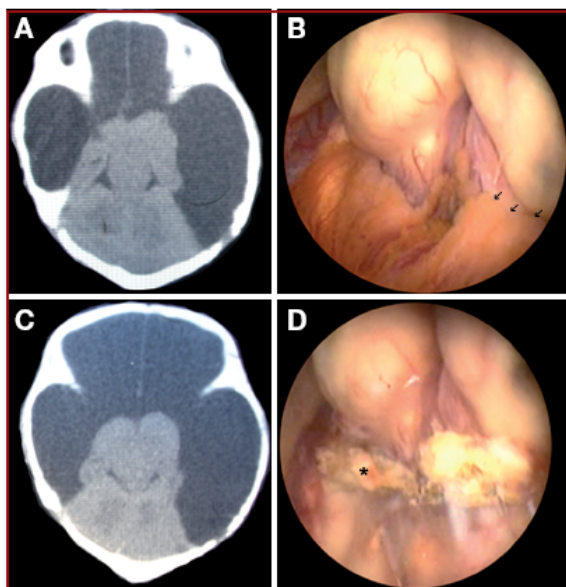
A and B, computed tomographic (CT) scans in a child with hydranencephaly. Note absence of supratentorial structures. The diencephalon and brainstem have normal anatomic aspects. C, endoscopic view in the same child before choroid plexus cauterization. The choroids plexus overlies the diencephalon (arrows). D, endoscopic view after choroid plexus cauterization. Note choroid plexus shrinkage (asterisk).
